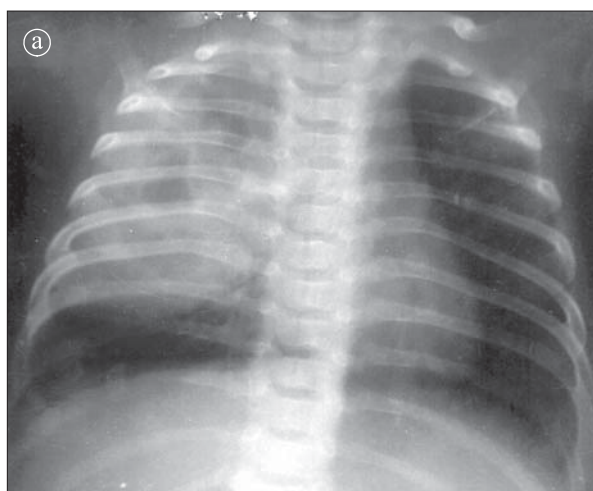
Pneumonie cu Klebsiella. a) Radiografie toracică PA. Opacitate inhomogenă bine delimitată în cele două treimi superioare ale hemitoracelui drept. b) Același caz după 2 săptămâni de tratament.
